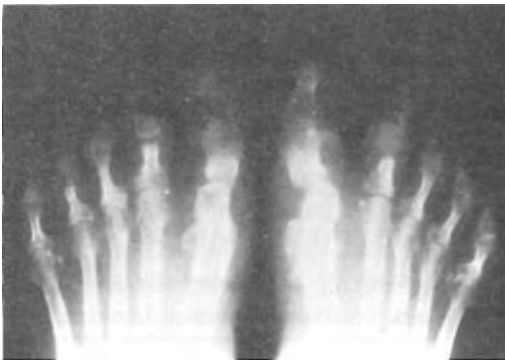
Radiografía. Hallus varus.
